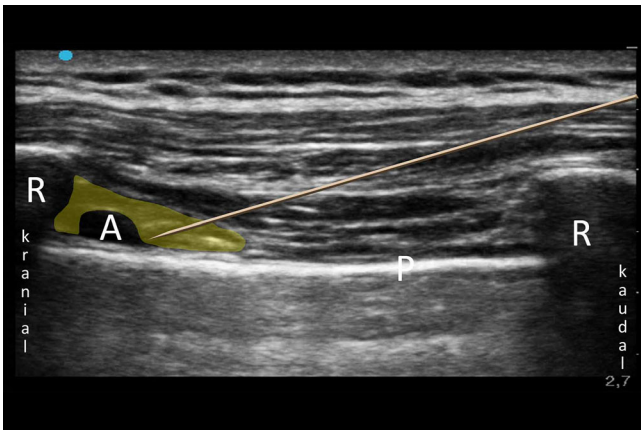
◀ Sonographische Darstellung einer Interkostalblockade. R Rippe, P Pleura, A A. intercostalis. LA-Ausbreitung nach In-plane-Punktion
